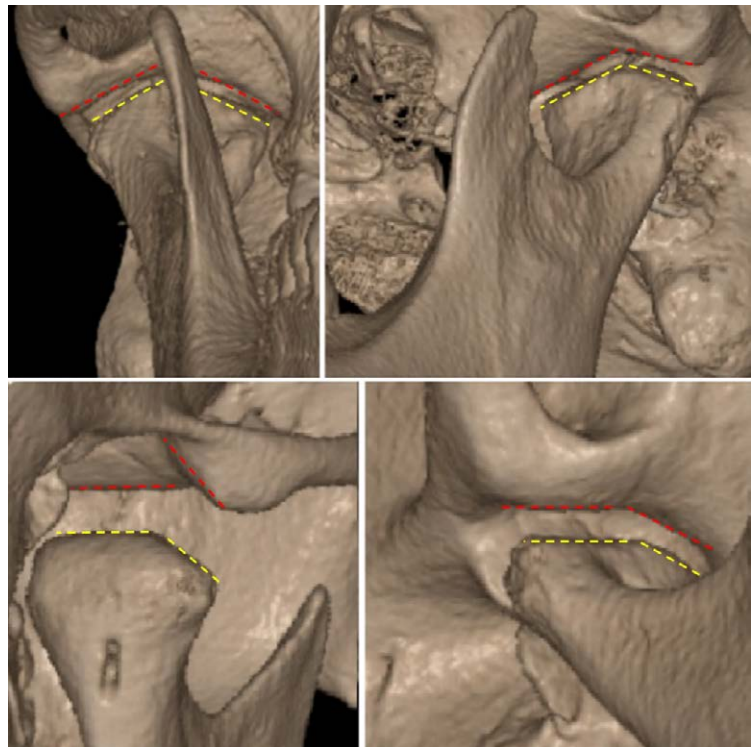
Faccette funzionali presenti sulle superfici articolari del condilo (gialle) e della fossa mandibolare (rosse): in alto a sinistra visione anteriore, in alto a destra visione antero-latero-inferiore; in basso a sinistra visione postero-latero-superiore, in basso a destra visione latero-inferiore. TC *cone beam* di reperto del Museo di Antropologia dell'Università di Firenze.
